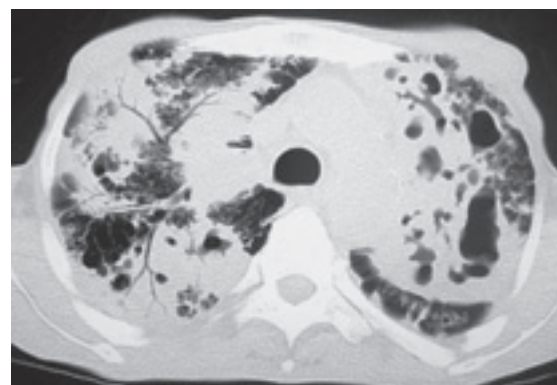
Chest CT on admission showing bilateral upper lobe infiltration with multiple cavitary lesions over the posterior segments.
